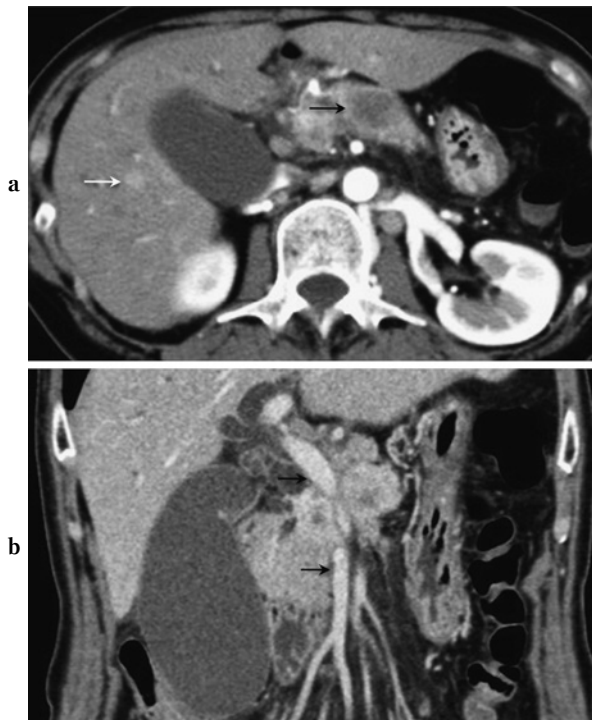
a. Abdominal CT revealed a 35-mm tumor (black arrow) in the pancreatic head and body and a metastatic liver tumor (white arrow). b. Coronal CT also showed biliary dilatation, cholecystectasia and portal-mesenteric vein (arrows) invasion by the tumor.
